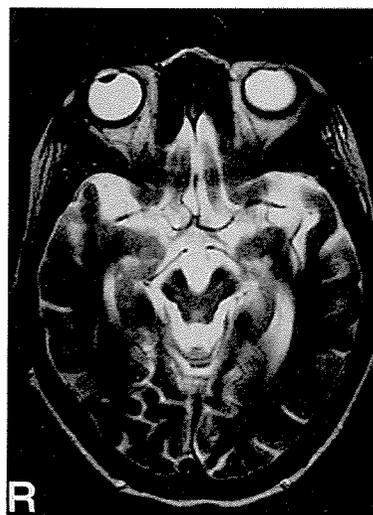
進行性核上性麻痺の69歳女性（右利き）のMRI（T2強調画像）
